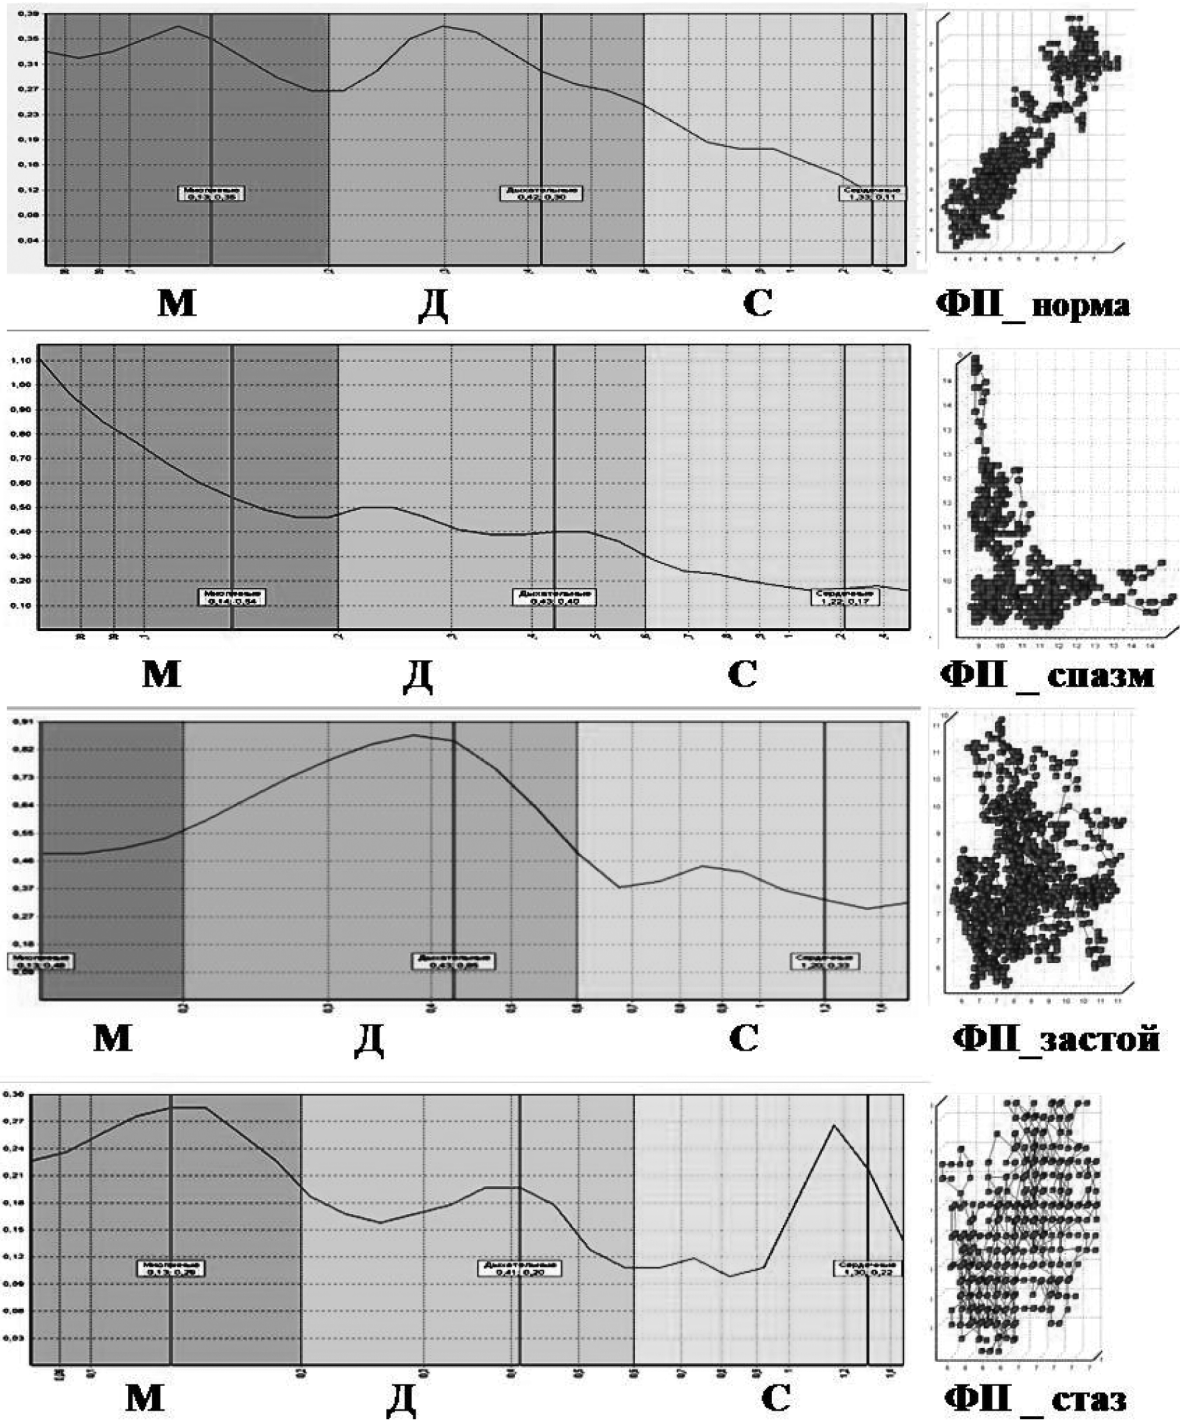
Варианты фазовых портретов и типов регуляции перфузии тканей
